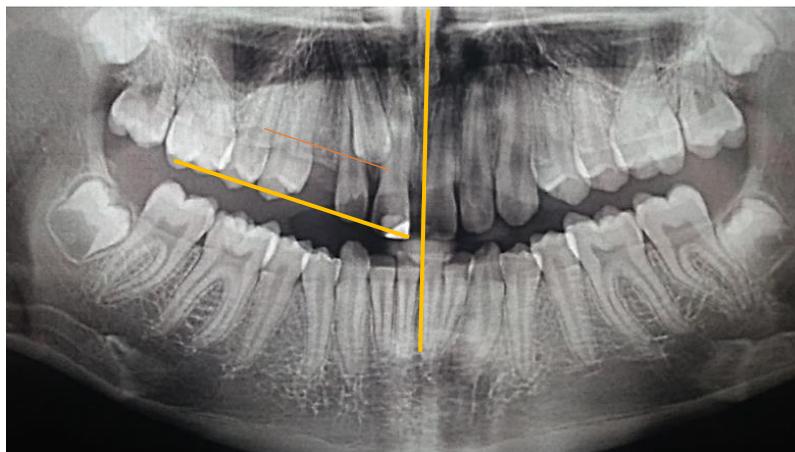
Radiografia panorâmica ilustrando a distância entre a ponta da cúspide do canino e o plano oclusal.
